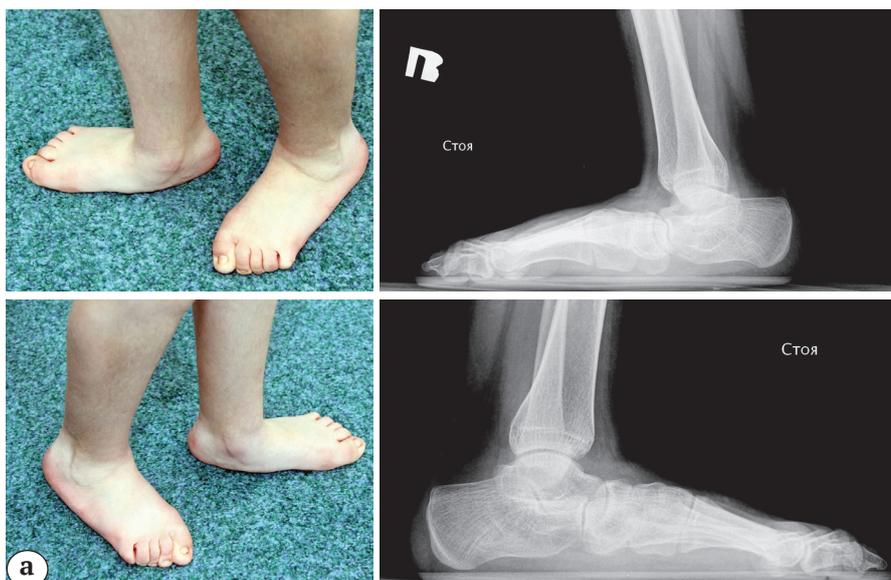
(а). Фото и рентгенограммы стоп пациентки 15 лет: а — до лечения отмечалась плосковальгусная деформация стоп
